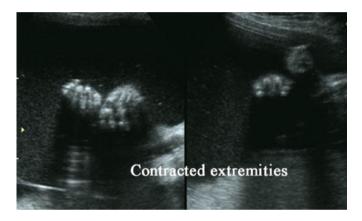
Ecografía mostrando contracciones fijas en flexión de los miembros superiores. $^{\! 13}$
